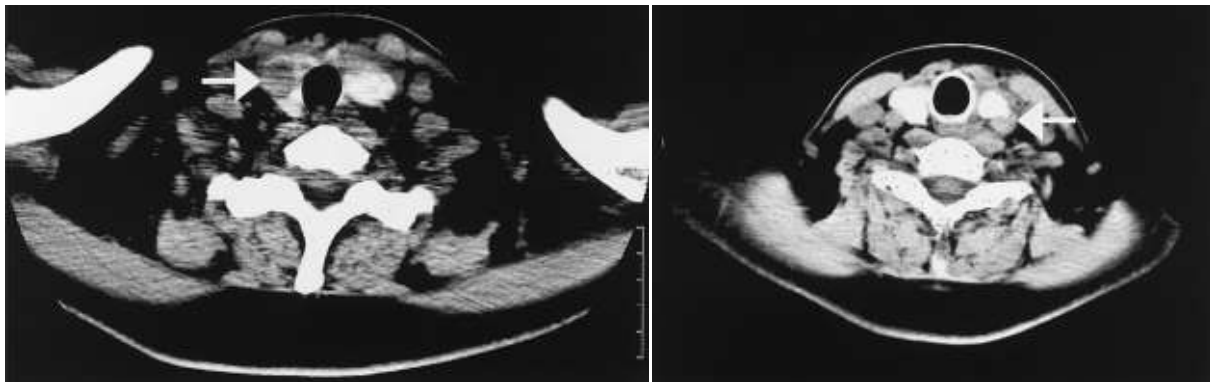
Low density area was detected in the right thyroid (a) and lower pole of the left thyroid (b) by plain CT.
